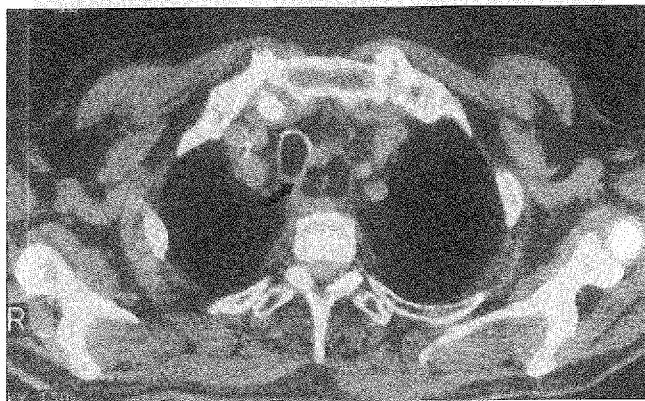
Aspect de CT spiral. Imagine de cancer esofagian cervico-mediastinal, în iminență de fistulizare eso-traheală.
